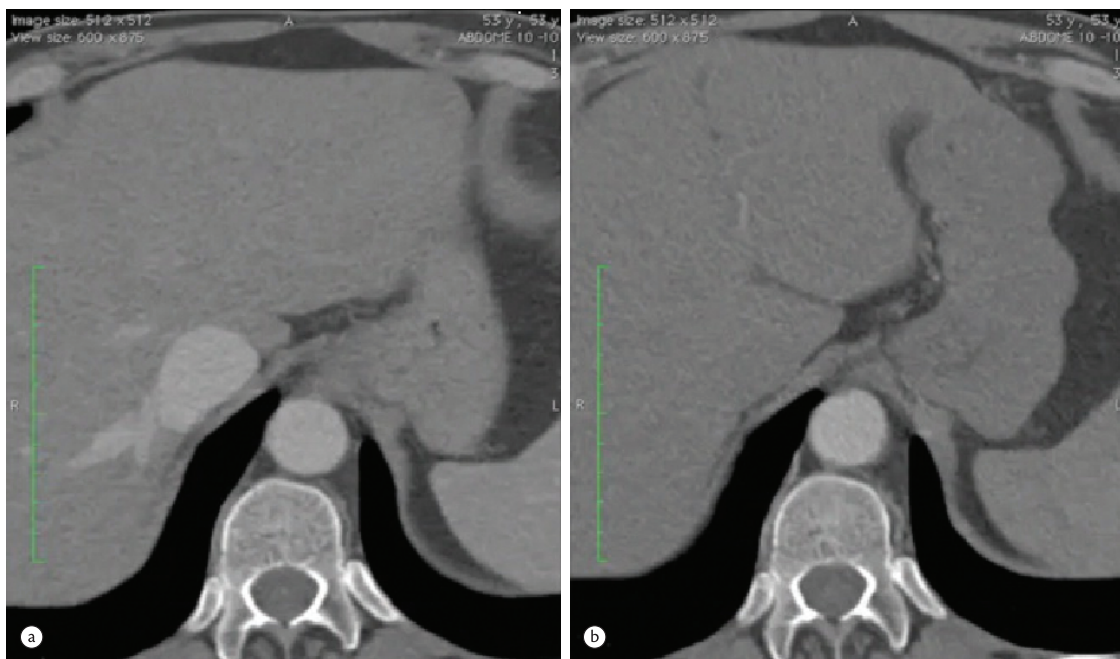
Tomografia Computadorizada de abdômen comparando os achados de antes do tratamento (à esquerda) com os de 3 meses depois (à direita), evidenciando diminuição do calibre da Veia Cava Inferior e ausência de contrastação precoce após tratamento.
